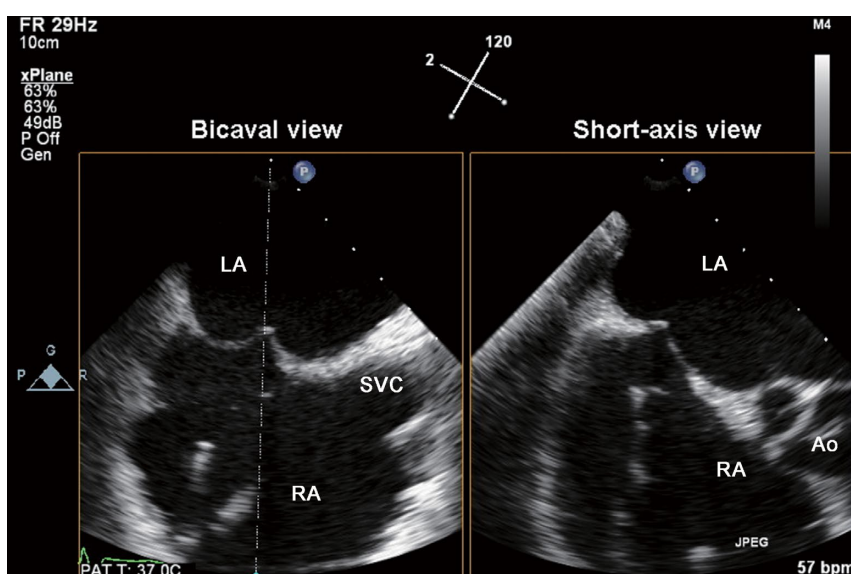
中隔穿刺の正確な位置確認のために心房中隔のbicaval viewと短軸像を同時に表示する経食道心エコー法のxPlane像(iRotate 120°、lateral tilt 2°)。LA:左房、RA:右房、SVC:上大静脈
